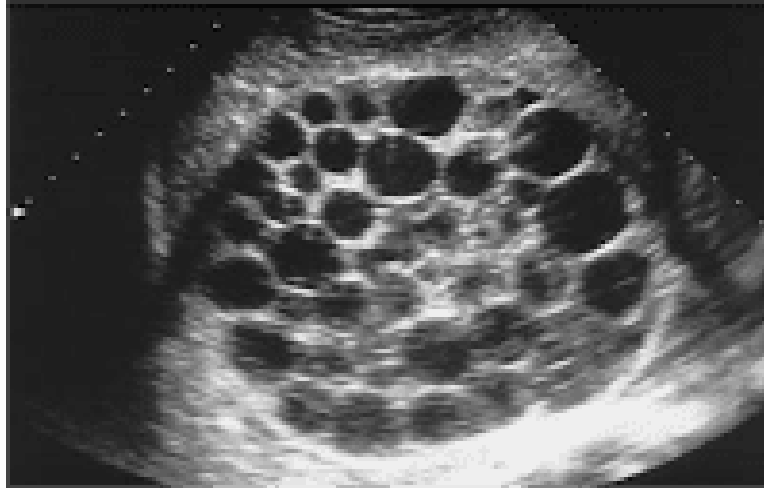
Image échographique d'un KHF type III de la classification de Gharbi : l'accolement des parois des vésicules filles dans un kyste hydatique multi vésiculaire crée des images de pseudo-cloison, en « nid d'abeilles ».
